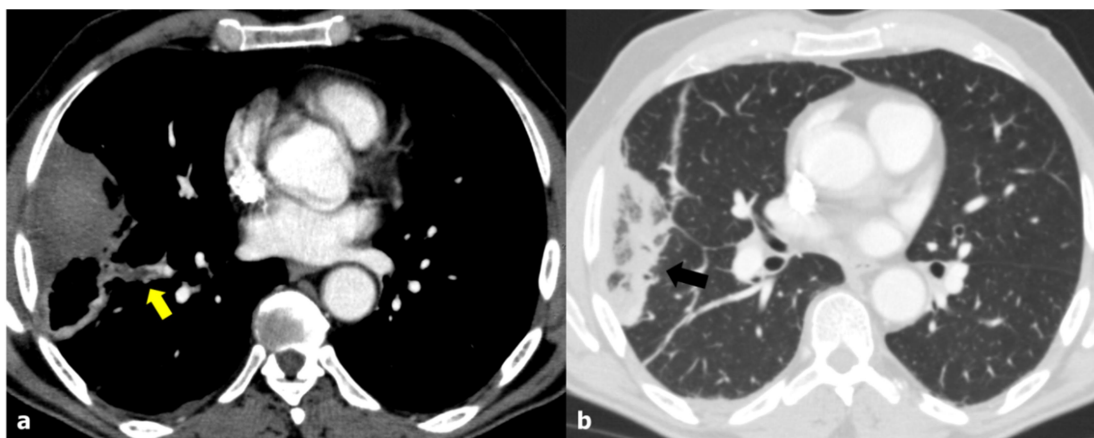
TEP agudo. TC en el plano axial. (a) Ventana de mediastino: defecto de repleción central en la arteria del segmento basal lateral del LID (flecha amarilla). (b) Ventana de parénquima: consolidación subpleural de morfología triangular en el segmento basal lateral del LID, con opacidad en vidrio deslustrado central, en relación con infarto pulmonar (flecha negra).
